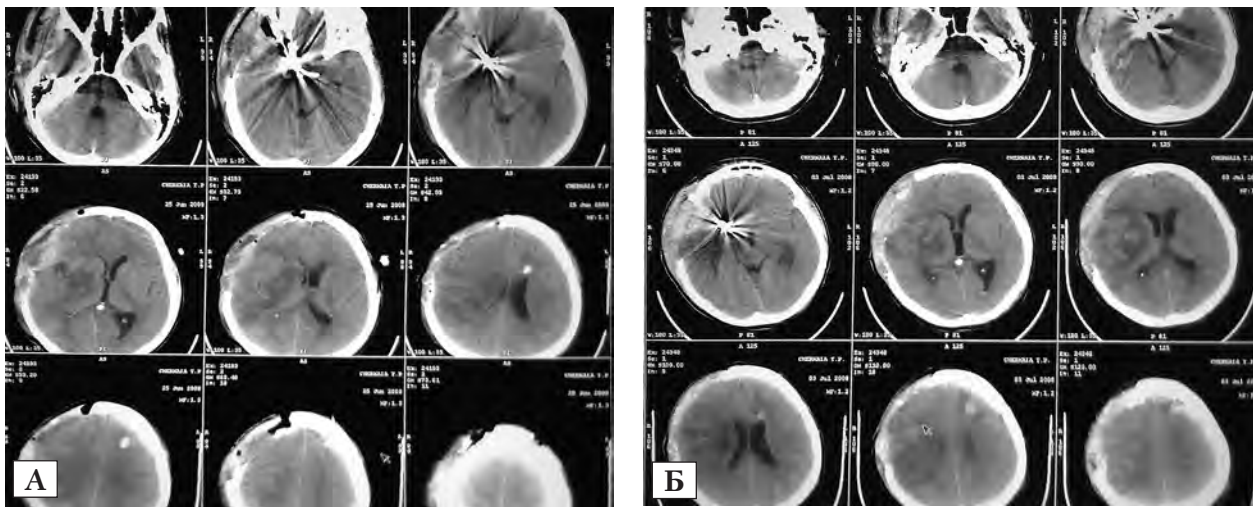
КТ-скани відразу після декомпресивної трепанації (А) та через 8 днів після неї (Б) з використанням терапевтичної гіпотермії
